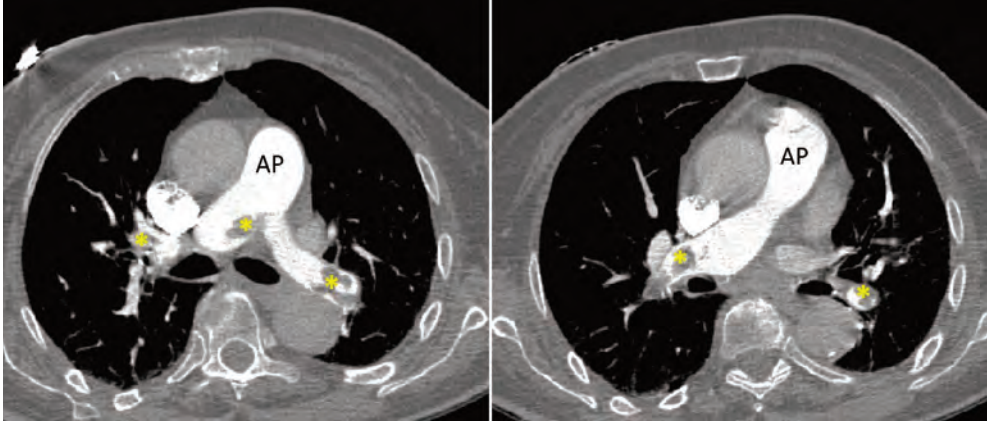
TAC de tórax que muestra la presencia de múltiples trombos (*) en ambas arterias pulmonares (AP).
